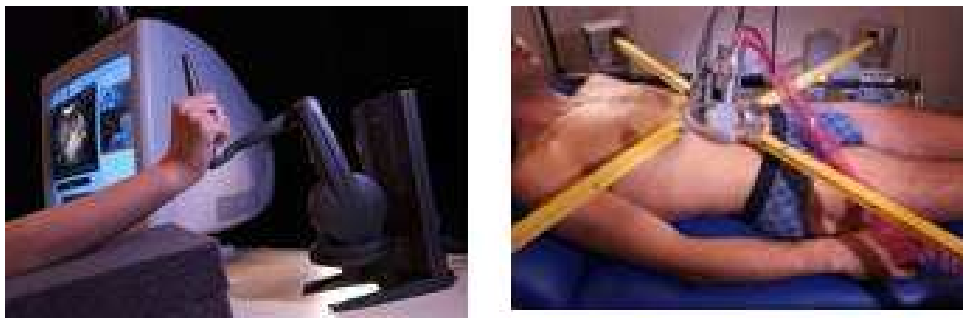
Système de télééchographie à distance TER.
